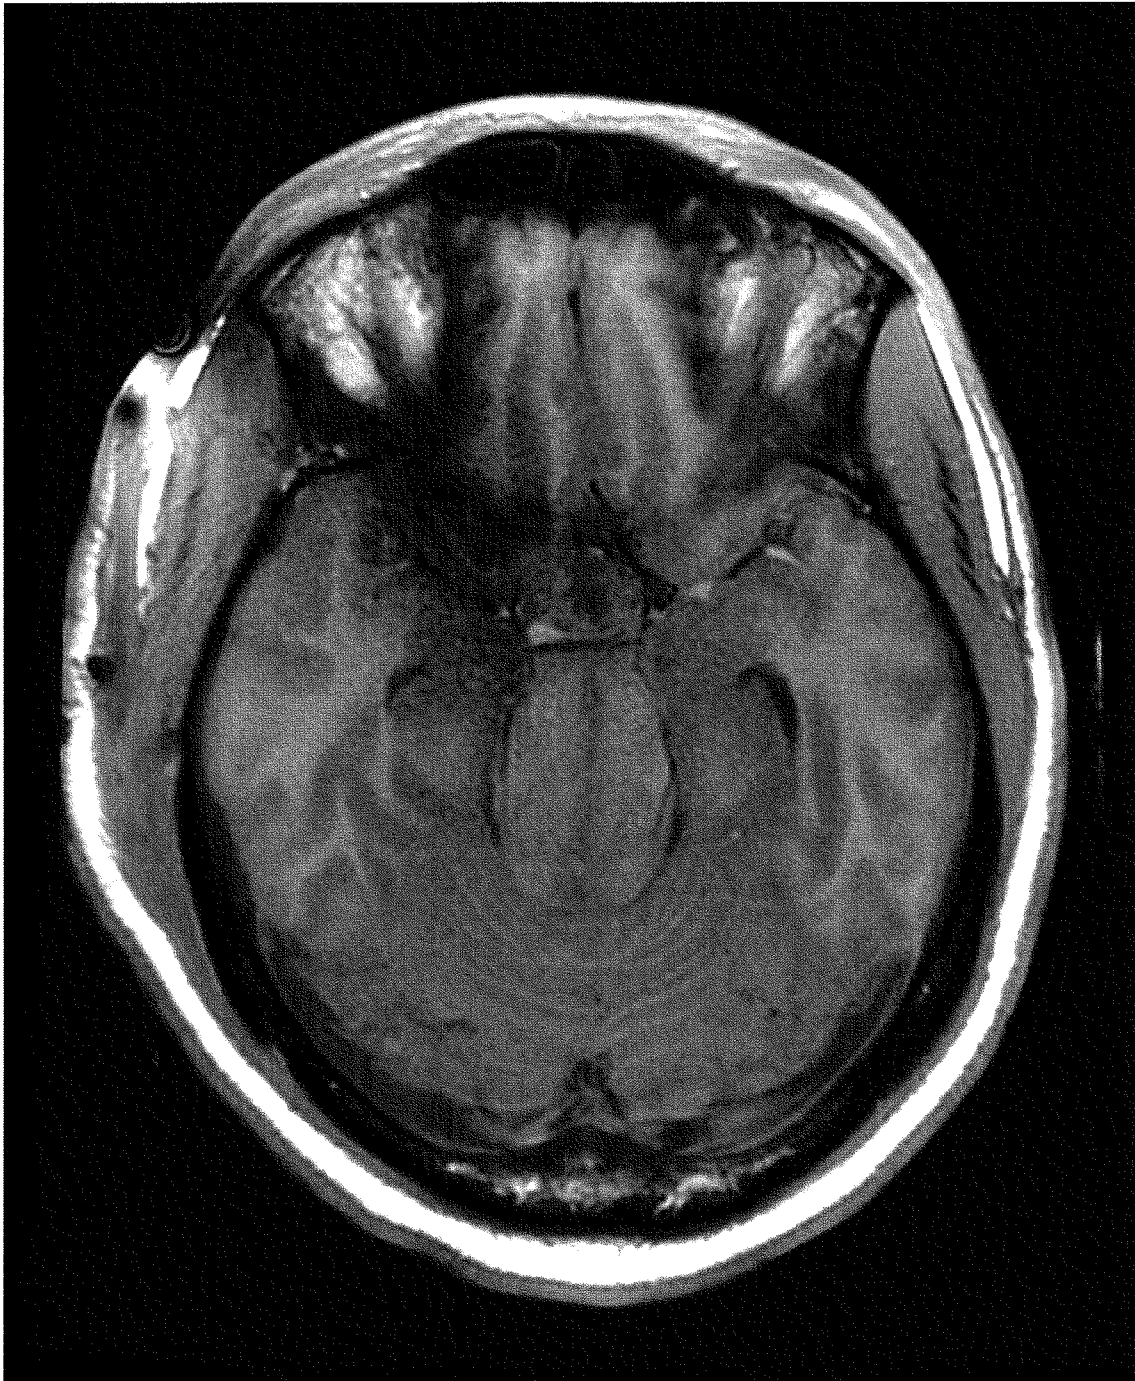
IRM cérébrale coupe axiale T1 sans injection
